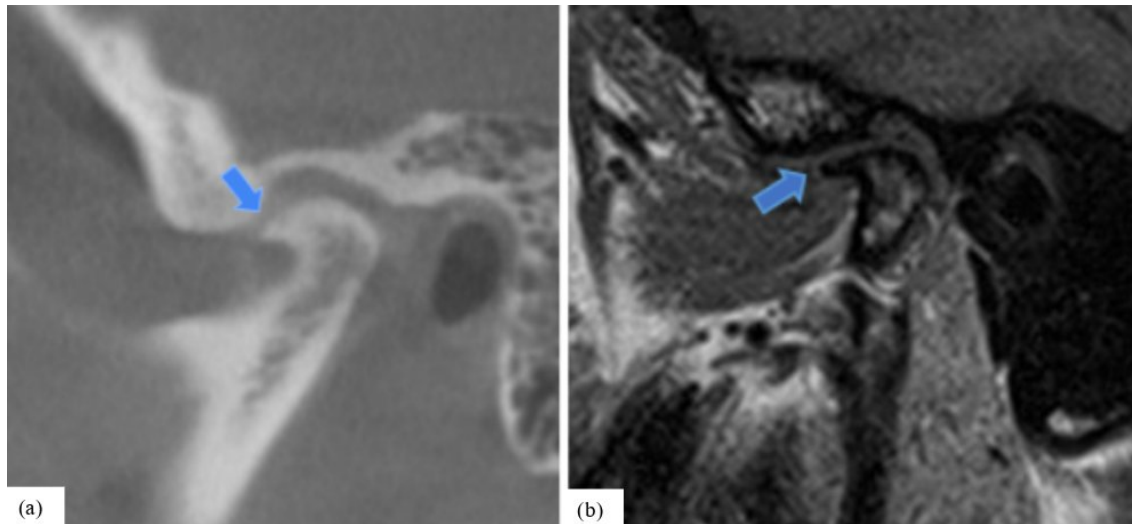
Subhondralne ciste prikazuju se kao jasno ograničena radioluentna područja smještena ispod zglobne kortikalne kosti (plave strelice) na CBCT-u (a), odnosno kao šupljine različitog intenziteta signala od koštane srži na MR STIR-sekvenci (b). Crvena strelica prikazuje zglobni izljev u prednjem recesusu.
